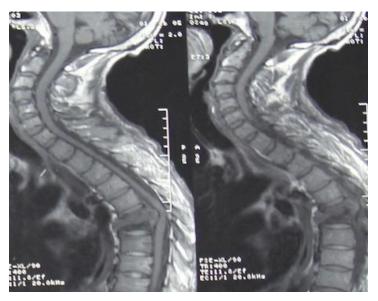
IRM médullaire ; coupe sagittale en T1 montrant une spondylite T6 avec une cyphose modérée.
